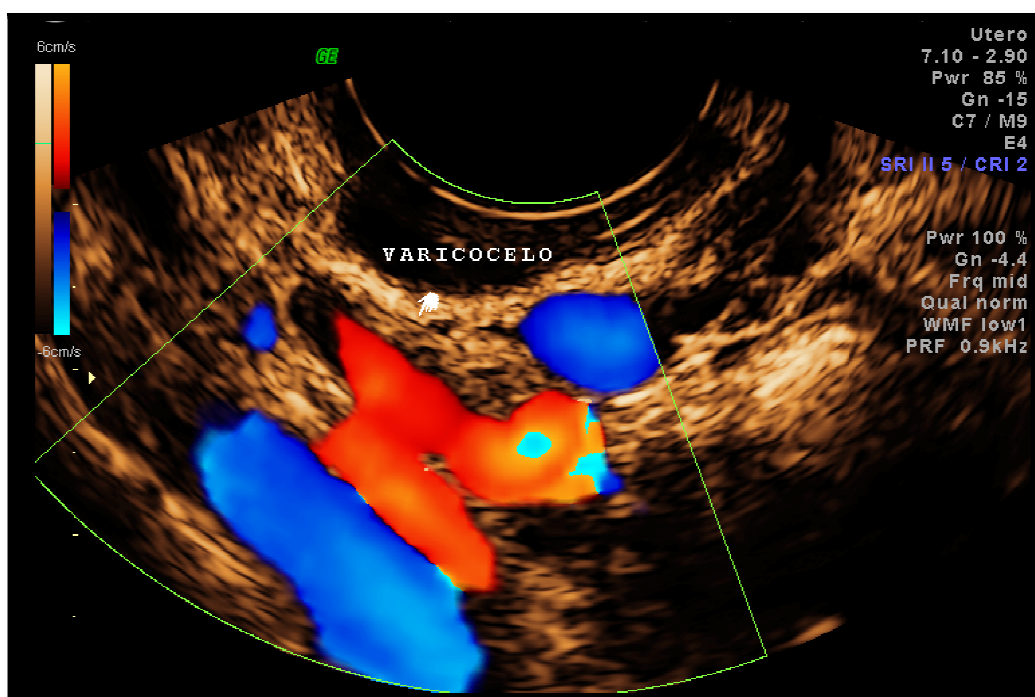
Imagem de uma ecografia transvaginal, com Doppler colorido, visualizando vasos pélvicos dilatados. (Disponibilizado pela Dra. Joaquina Tavares, Lisboa.)
